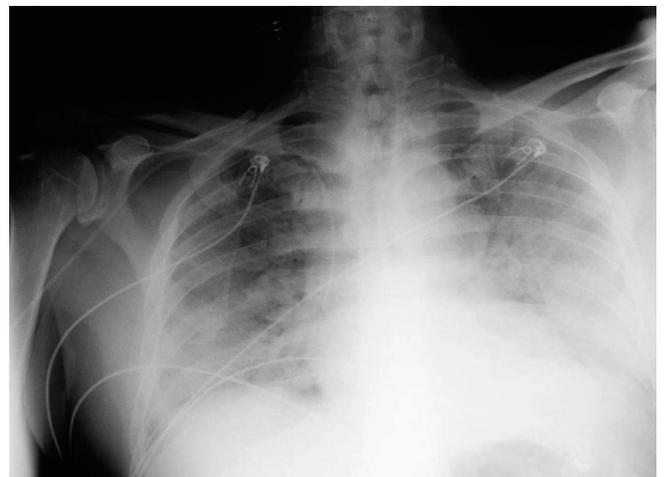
Radiografía de tórax donde se objetiva un infiltrado pulmonar bilateral secundario a SARS-CoV-2
